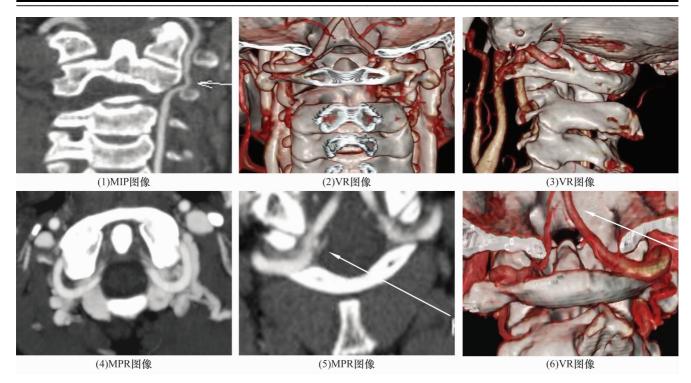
椎动脉 V₃ 段螺旋 CT 血管造影图像
